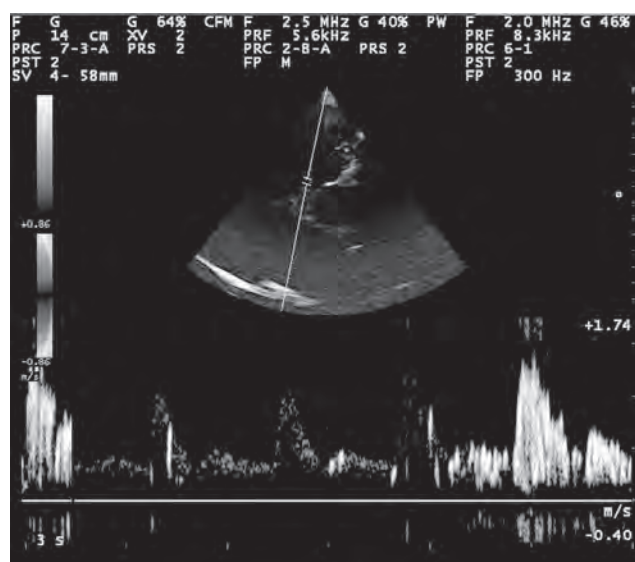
Per porre la diagnosi di shunt destro sinistro è stato eseguito, in prima istanza, un doppler transcranico con contrasto cTCD.
